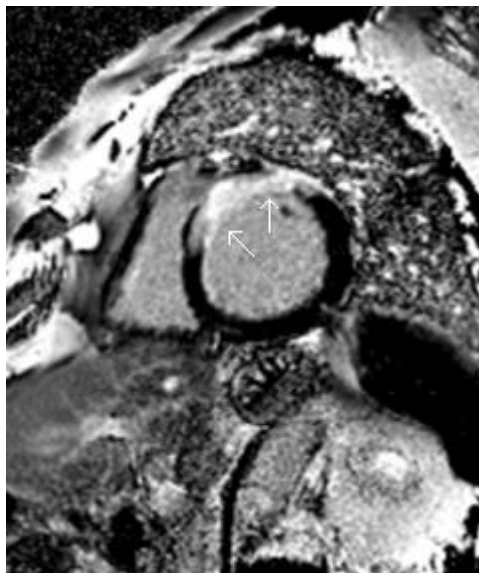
Corte de RM cardíaca en plano eje corto, donde se observa un infarto transmural (territorio de la arteria descendente anterior, señalado con las flechas blancas) en secuencia de realce tardío con gadolinio.
